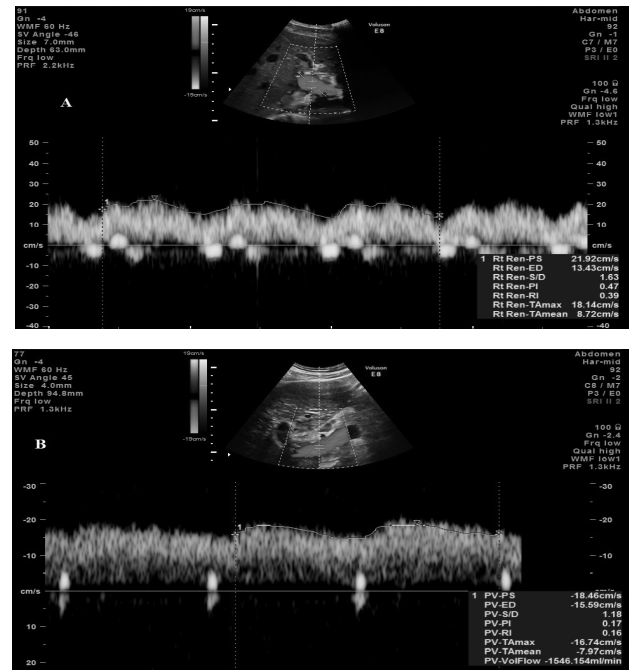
Parametrii dopplerografici la nivelul v. porte (A – normă, B – ciroză hepatică)
